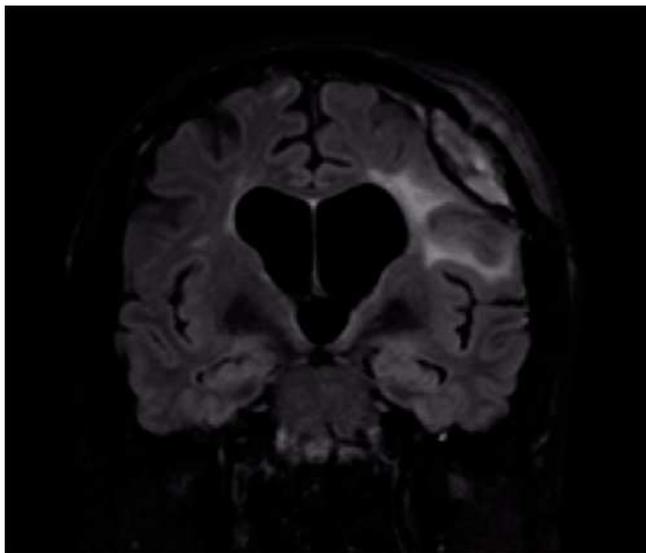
Figura – Imagen coronal de RM que muestra la sospecha de recidiva tumoral con afectación ósea.
